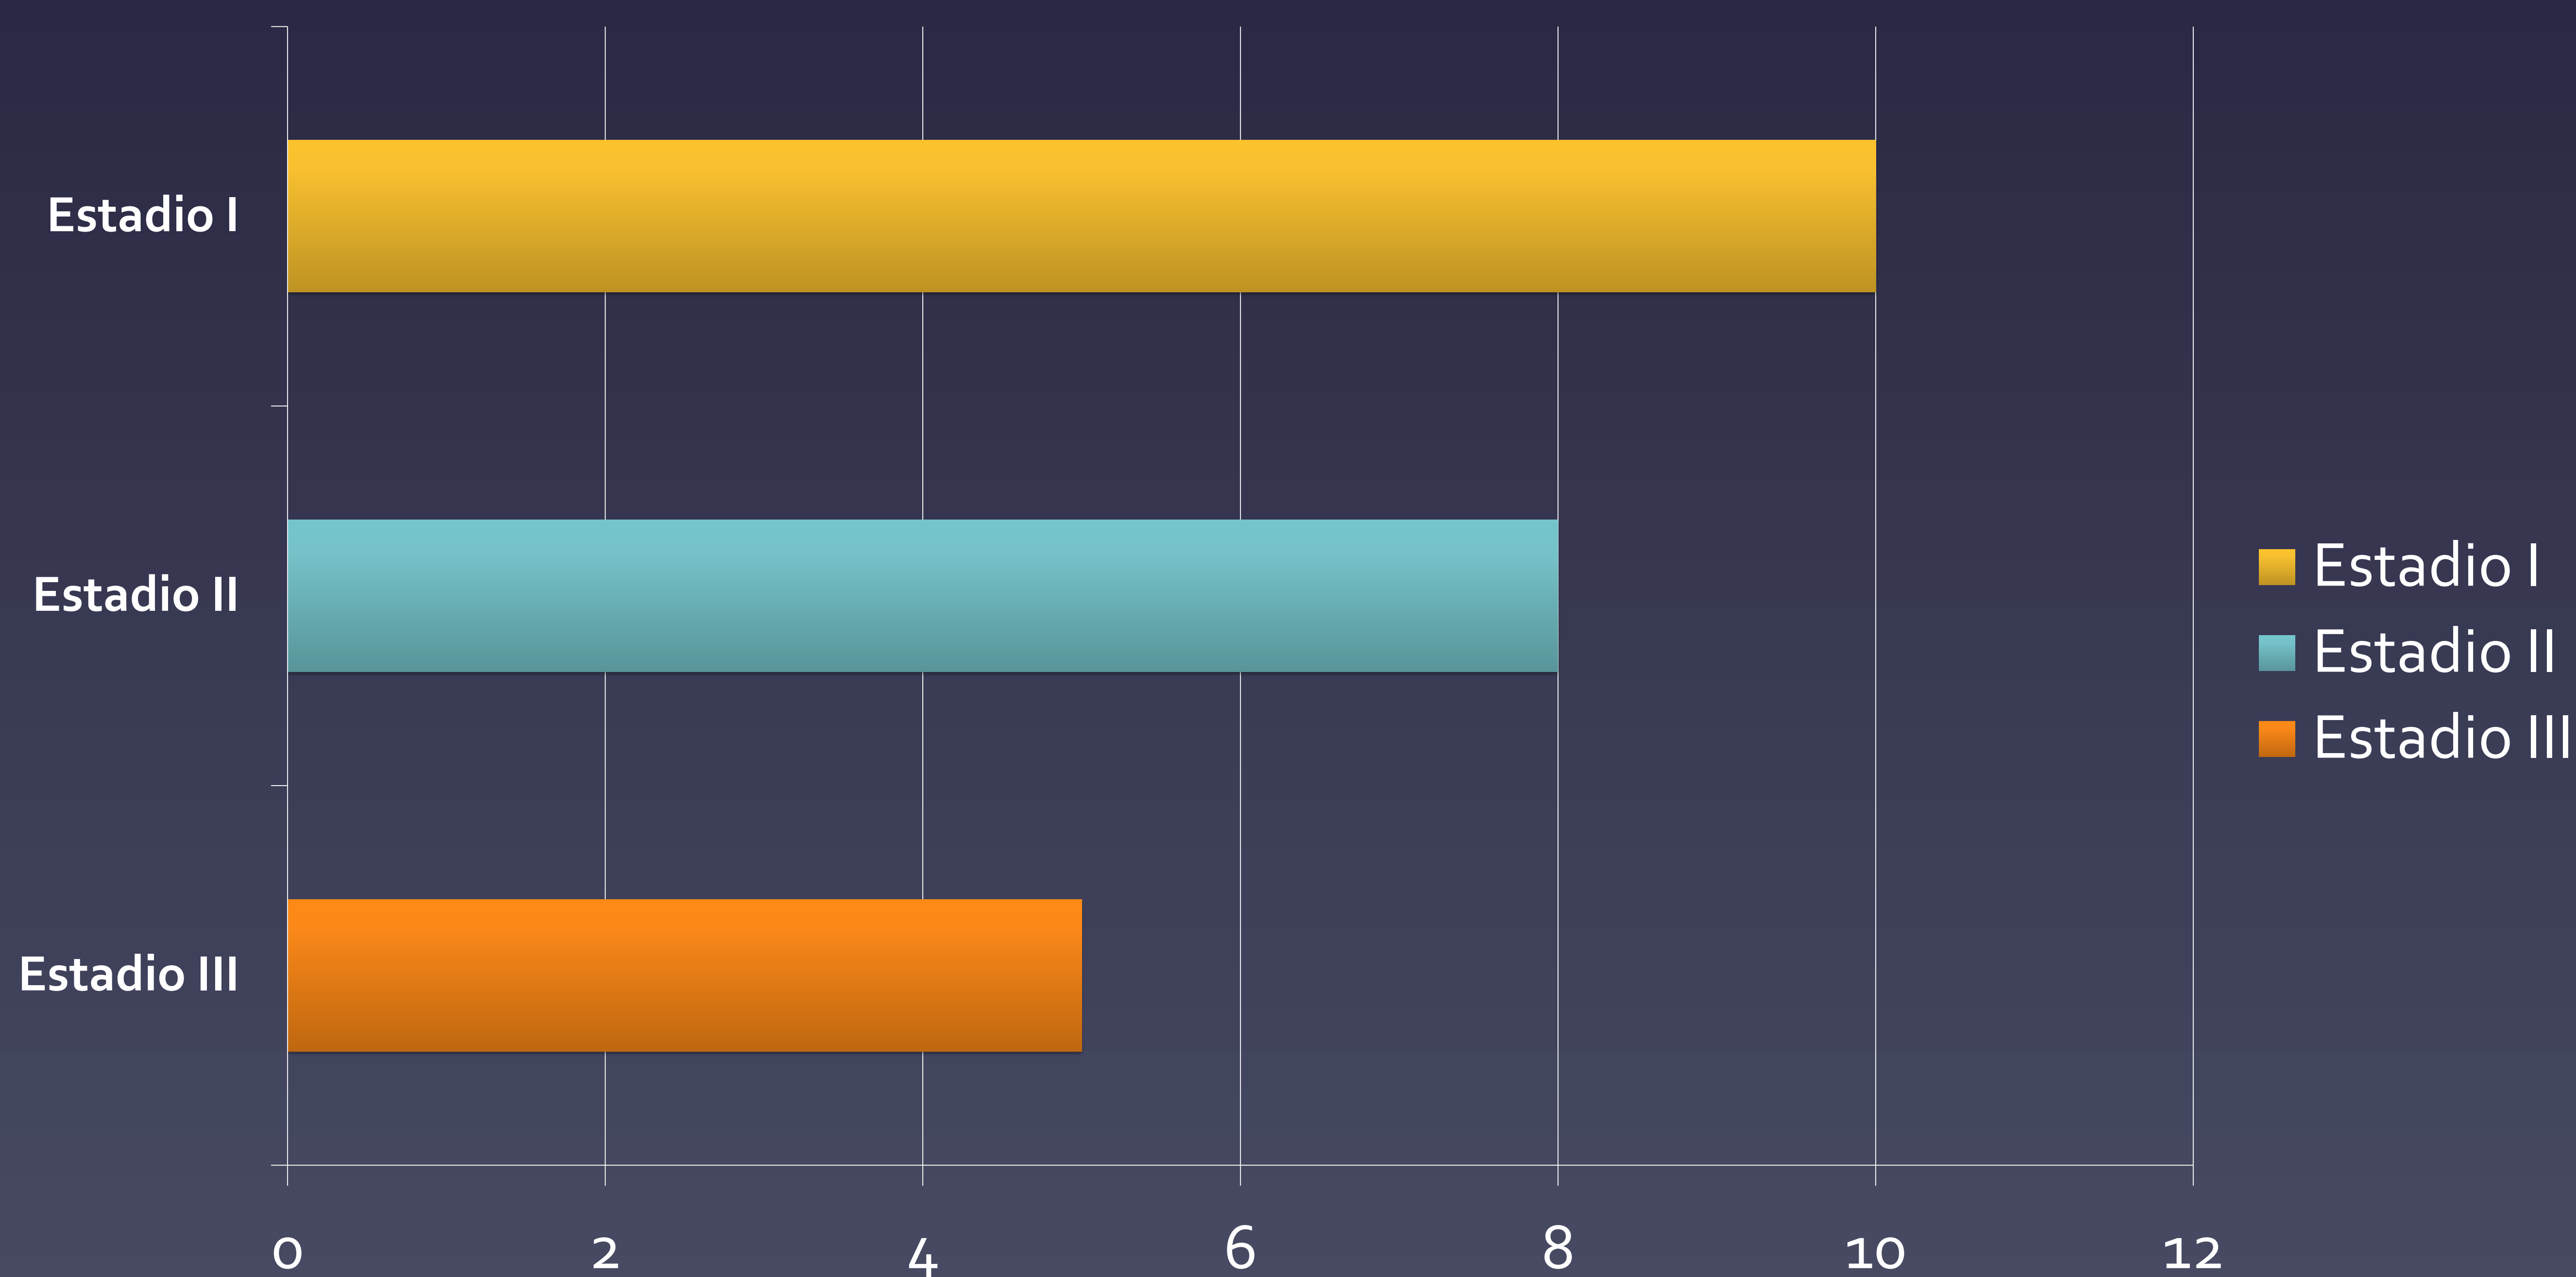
Clasificación de la enfermedad mediante TC.
